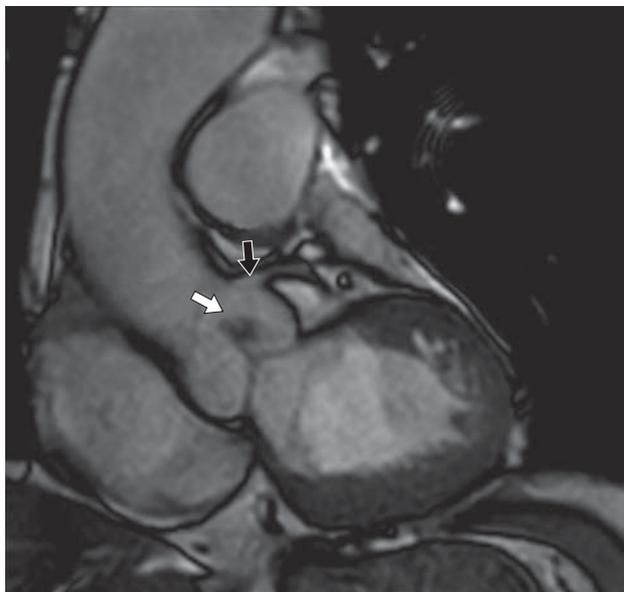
Наблюдение 1. На срезе ВТЛЖ при кино-МРТ в диастолу опухоль (белая стрелка) не достигает устья ЛКА (черная стрелка).
